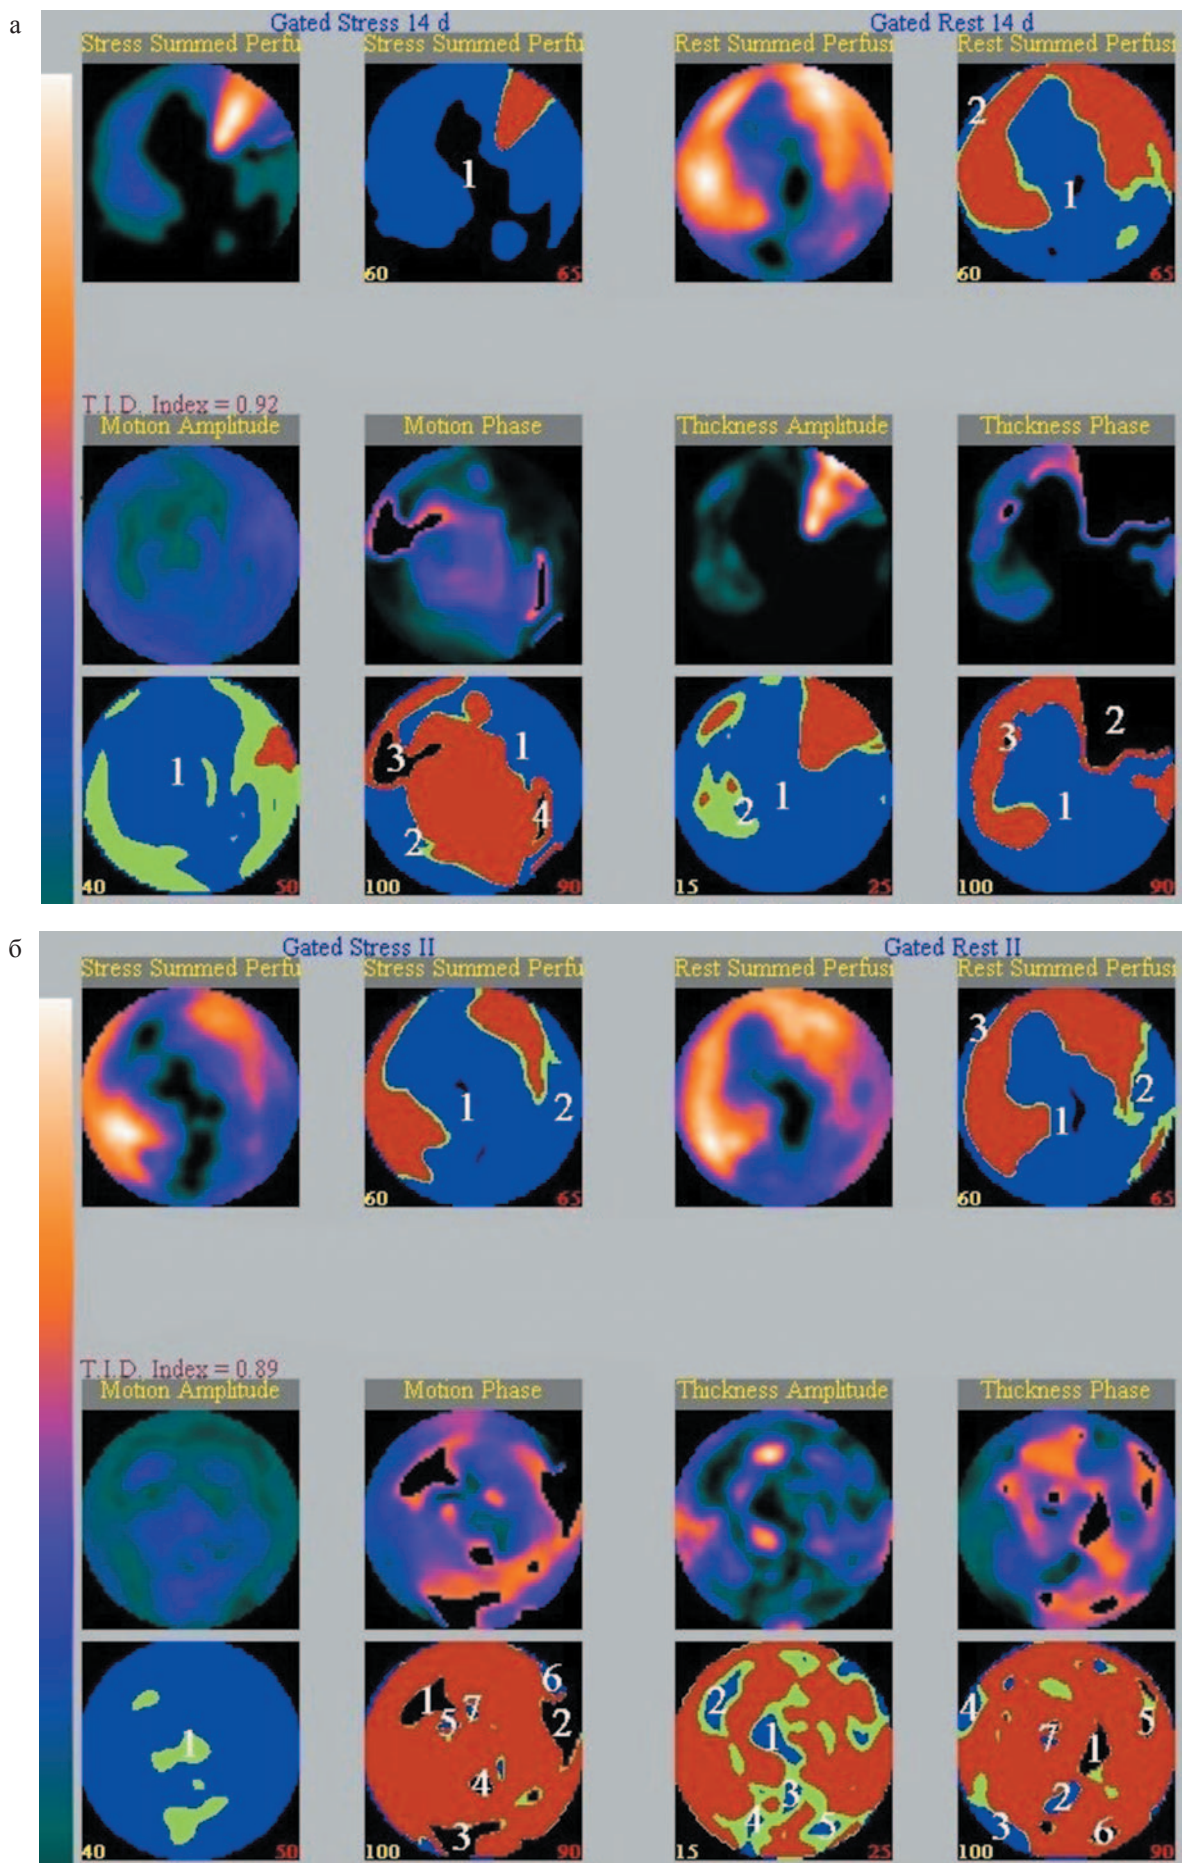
Данные двухэтапной перфузионной сцинтиграфии миокарда: а – 2007 год; б – 2009 год
